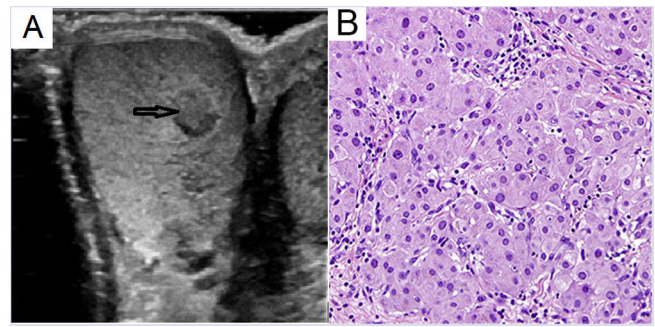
A) Ecografía testicular. Testículo derecho. Lesión sólida, redondeada, hipocogénica de 6 × 6 mm. B) Detalle de tumor testicular derecho. Células grandes células tumorales eosinófilas (hematoxilina-esoina, x200).
